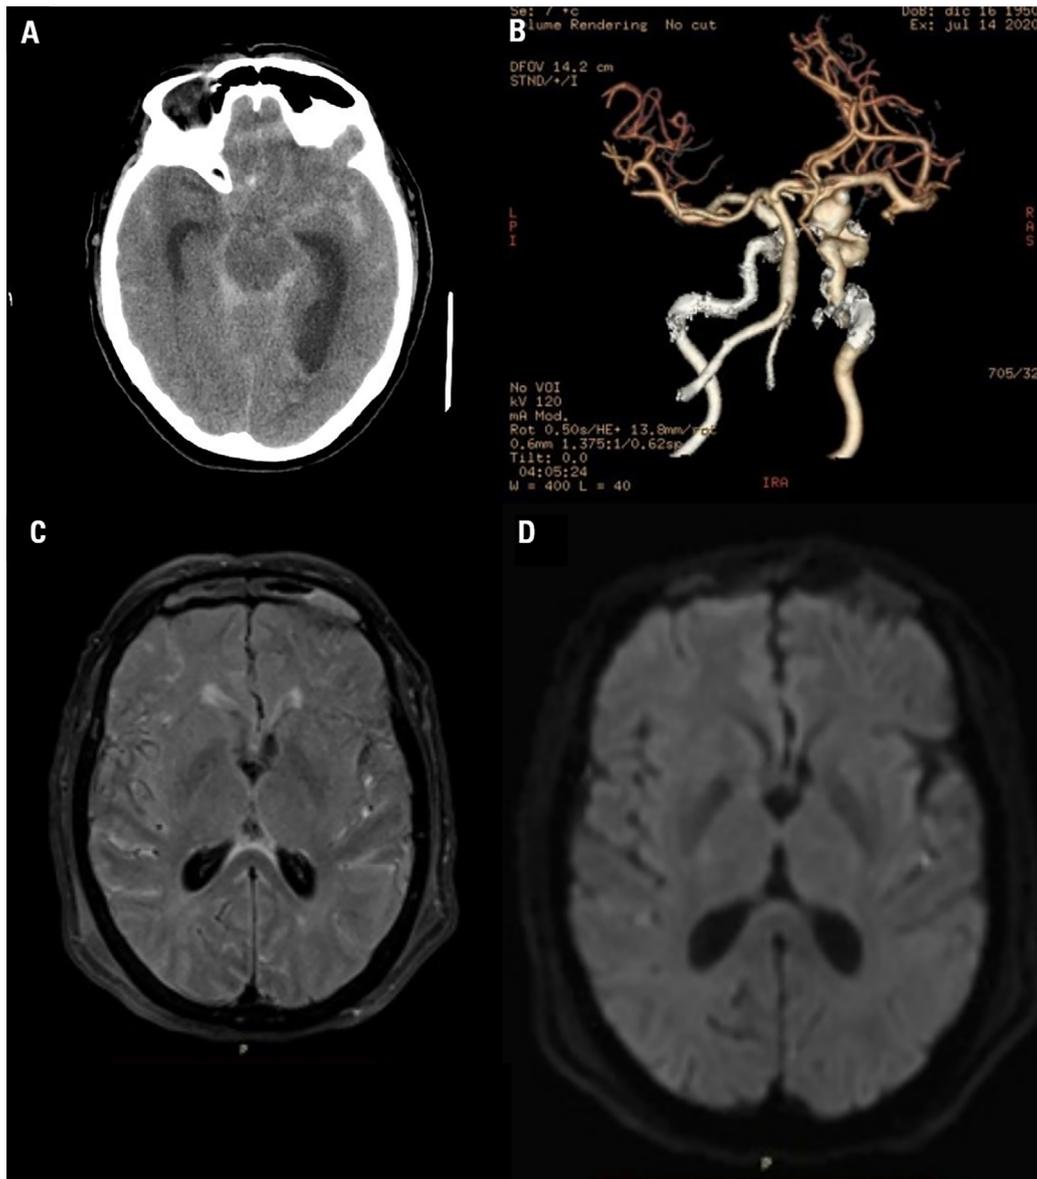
Estudos de neuroimagem do caso. (A) Tomografia computadorizada de crânio mostrando hemorragia subaracnóidea difusa com hemorragia intraventricular e hidrocefalia; (B) angiotomografia computadorizada mostrando aneurisma de artéria carótida interna supraclinoide direito; (C) ressonância magnética FLAIR e (D) ressonância magnética de difusão sem anormalidades.
